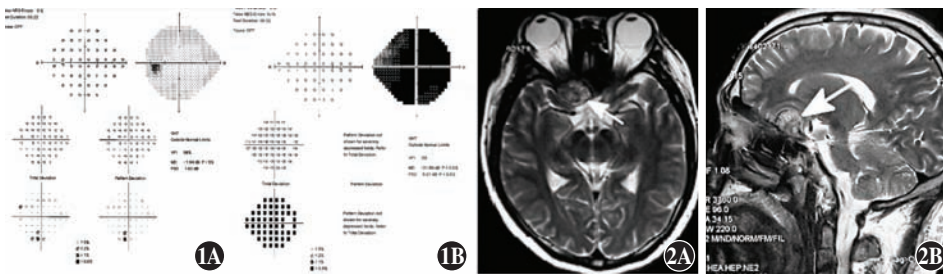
病例 1 患者 Humphrey 视野检查 A:左眼视野大致正常 B:右眼广泛性光敏感度丧失 图 2 病例 1 患者头颅 MRI 检查 A:轴位 B:矢状位 箭头所示颅脑 MRI T2WI 可见右侧鞍旁肿瘤
